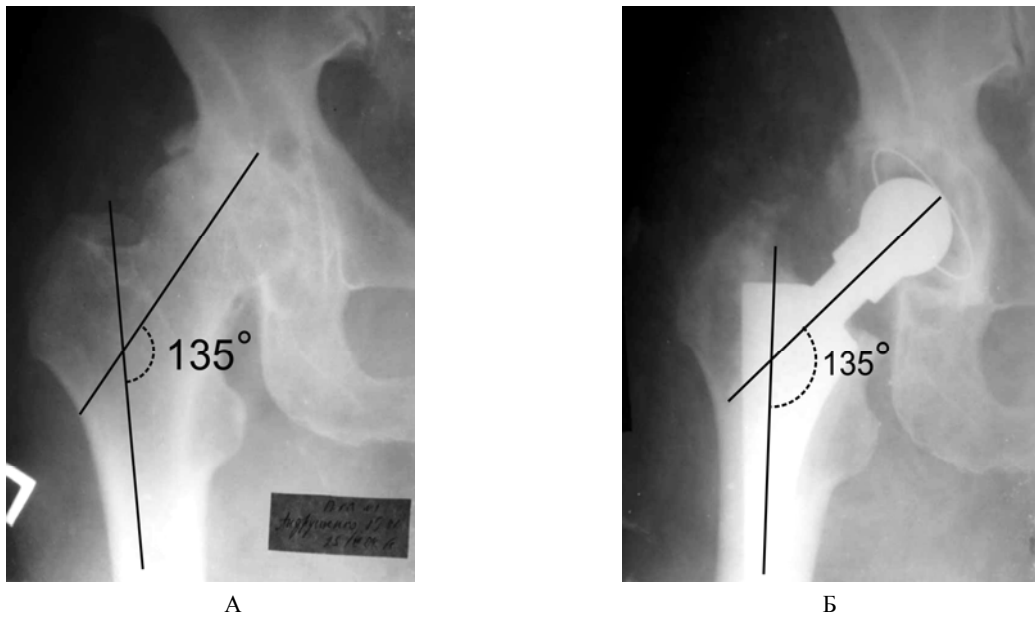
Рентгенограми правого кульшового суглоба хворі А.: А – до операції; Б – через 13 міс. після повного ендопротезування кульшового суглоба власною конструкцією
